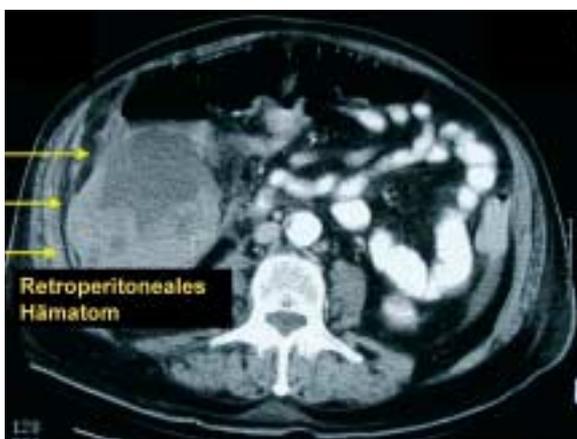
Nachweis eines retroperitonealen Hämatoms mit der Computertomographie. Man erkennt deutlich den retroperitonealen Kontrastmittelaustritt.
